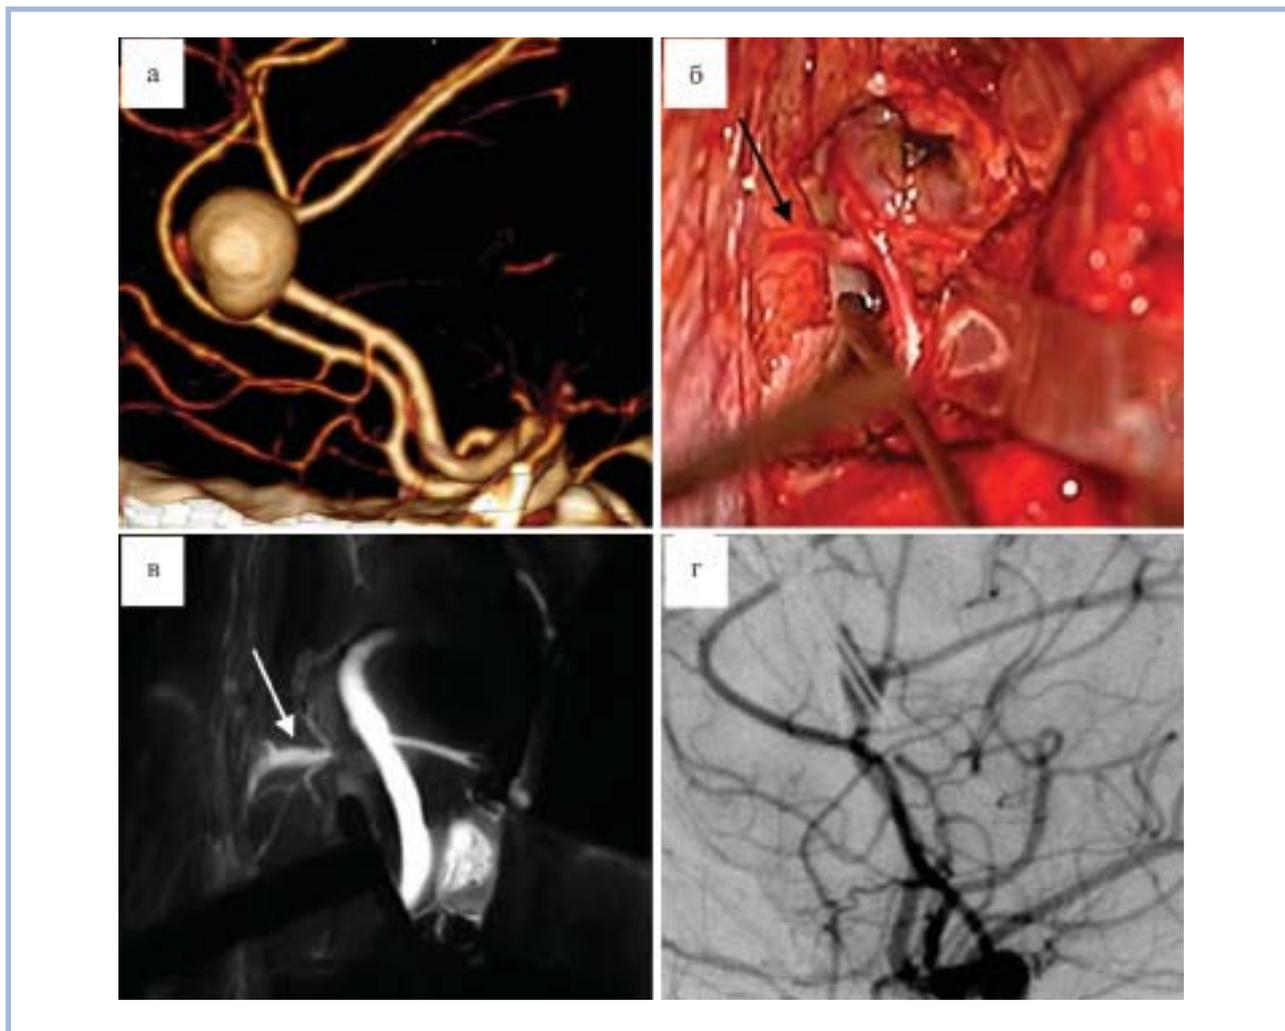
СКТ-ангиография больной Е. (№11).
